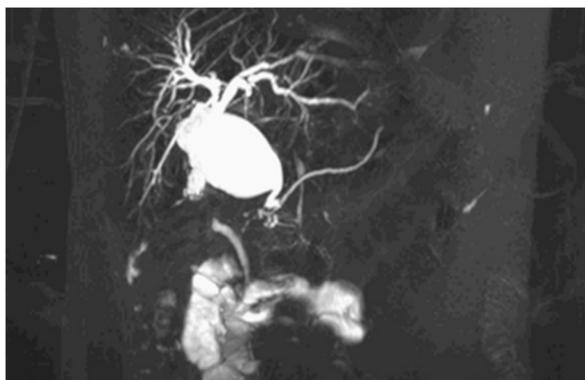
Colangiografía resonancia. Se observa QC en vía biliar intrahepática.
